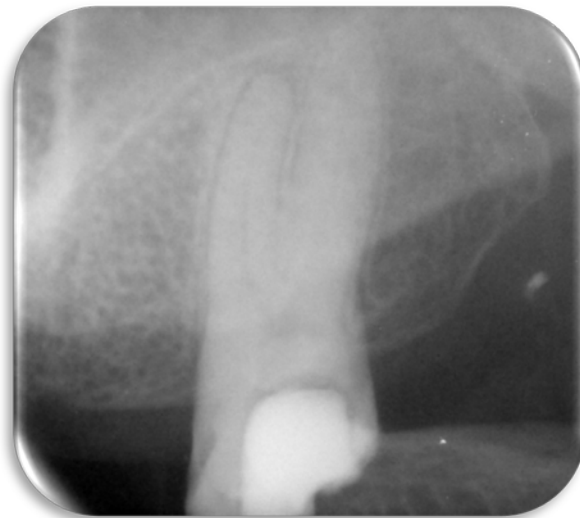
Radiografía de diagnóstico OD 18 ortorradiar, se observa zona radiopaca en la corona, rodeada de una zona radiolúcida, que tiene contacto con cuernos pulpares.
